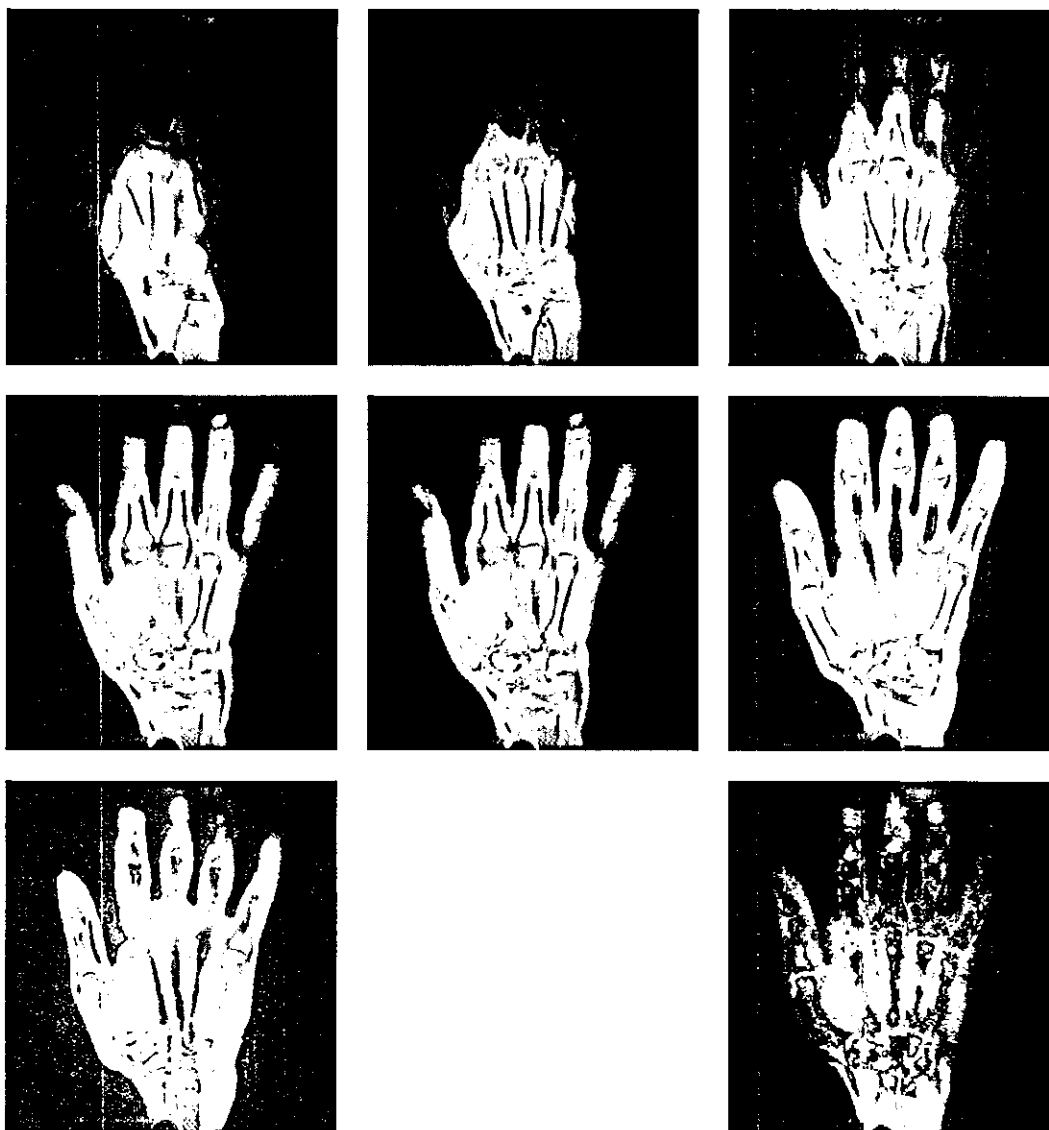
早期関節リウマチにおけるコンパクトMRI解析
